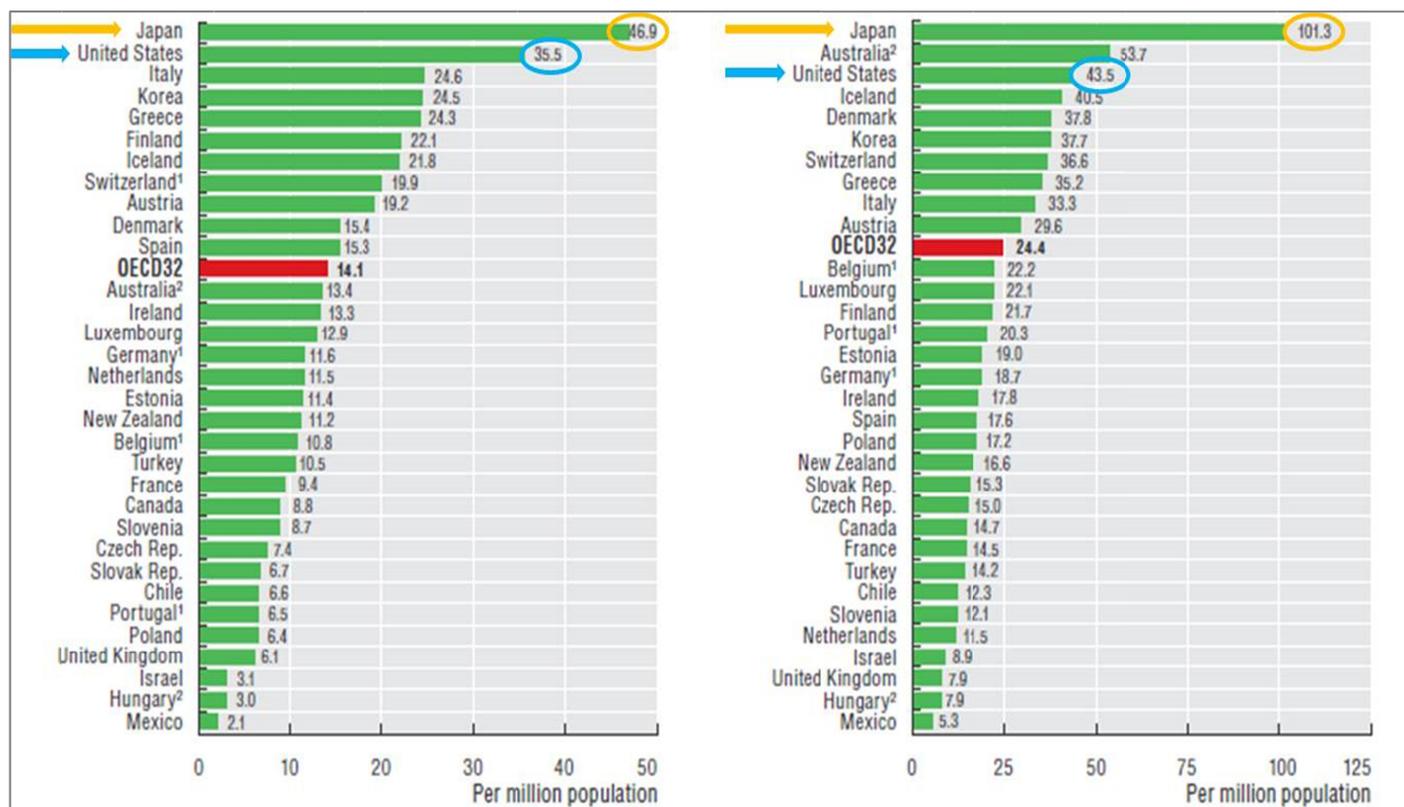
人口100万人あたりのMR, CTの台数(左:MR、右:CT)
